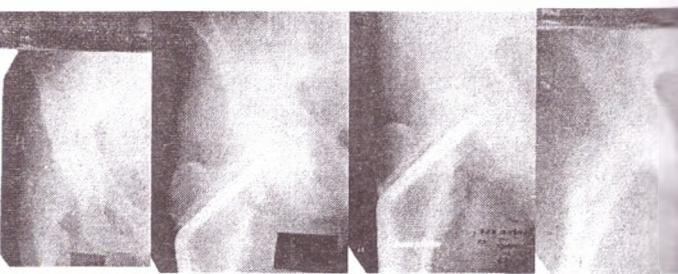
Рентгенограммы пациентки В. 46 лет.
